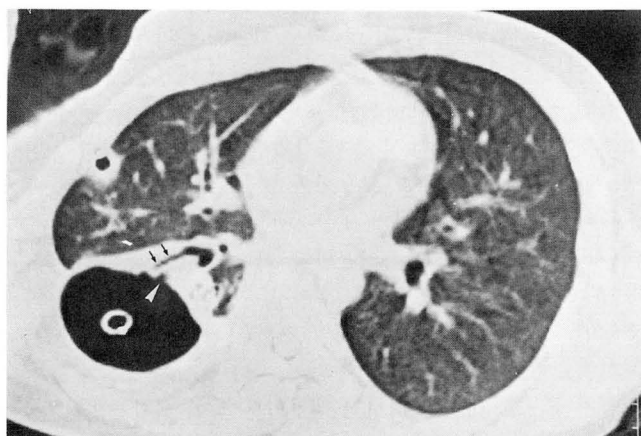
20-year-old male with lung laceration and loculated hydropneumothorax, persisting in spite of chest tube drainage (No. 19). CT scan shows two parenchymal defect (arrowhead), communicating with hydropneumothorax and questionable bronchiectasis (arrow).
